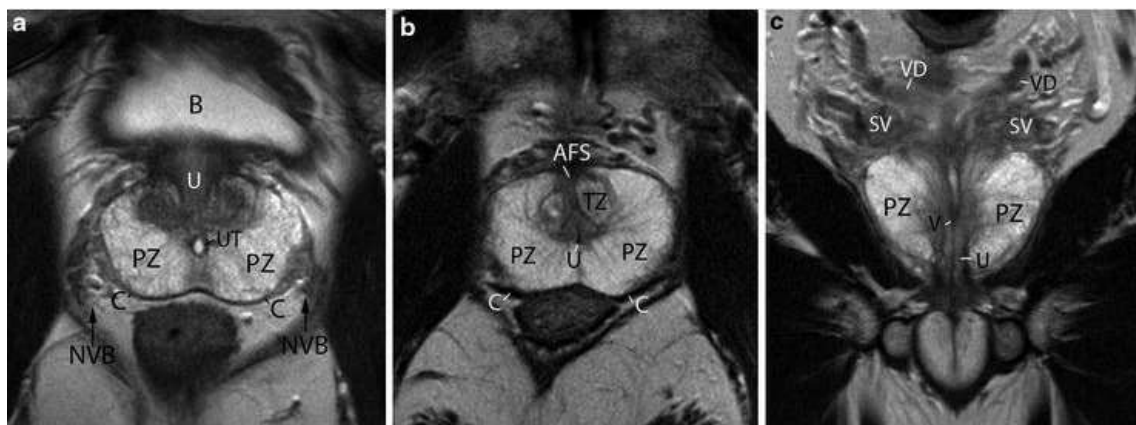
Aparência da anatomia da próstata em Ressonância Magnética. a) Imagem axial da zona central. b) Imagem axial da zona inferior. c) Imagem coronal. AFS - estroma fibromuscular anterior, B - bexiga, C - cápsula prostática, PZ - zona periférica, NVB - feixe neurovascular, SV - vesícula seminal, TZ - zona de transição, U - uretra, UT - utrículo prostático, VD - canal deferente. Adaptada de Chan Kyo Kim, *Abdominal Imaging*, 2013
